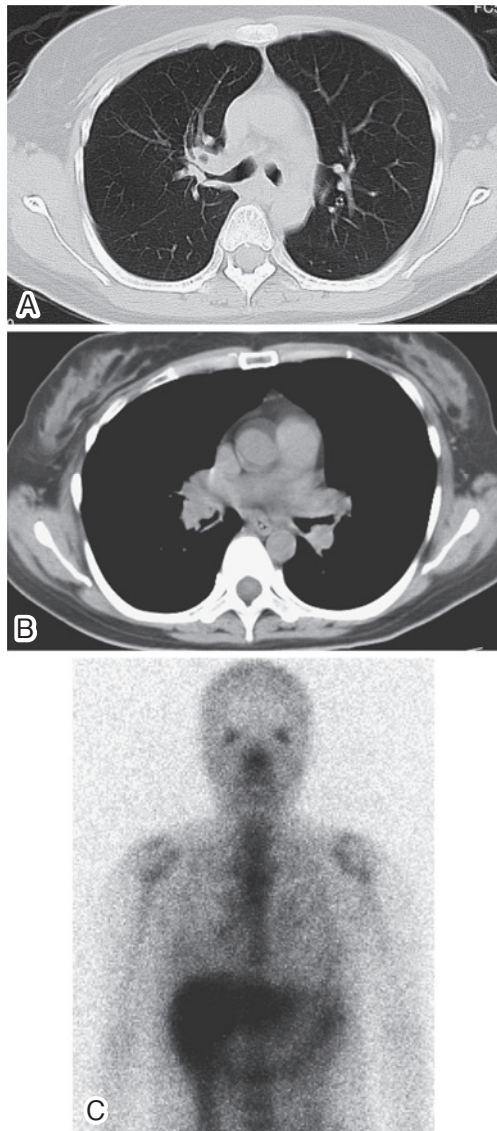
Chest CT showing narrowing of bilateral main bronchi (A), and hilar lymphadenopathy (B). Ga scintigraphy shows a significant increase in Ga uptake in the mediastinum and hila (C).
